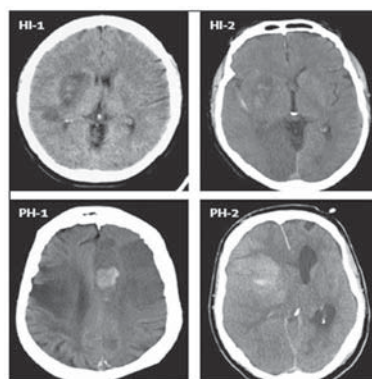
Subtipurile de transformare hemoragică, conform datelor tomografiei computerizate native (HI – infarct hemoragic, PH – hematom parenchimos) [11].
